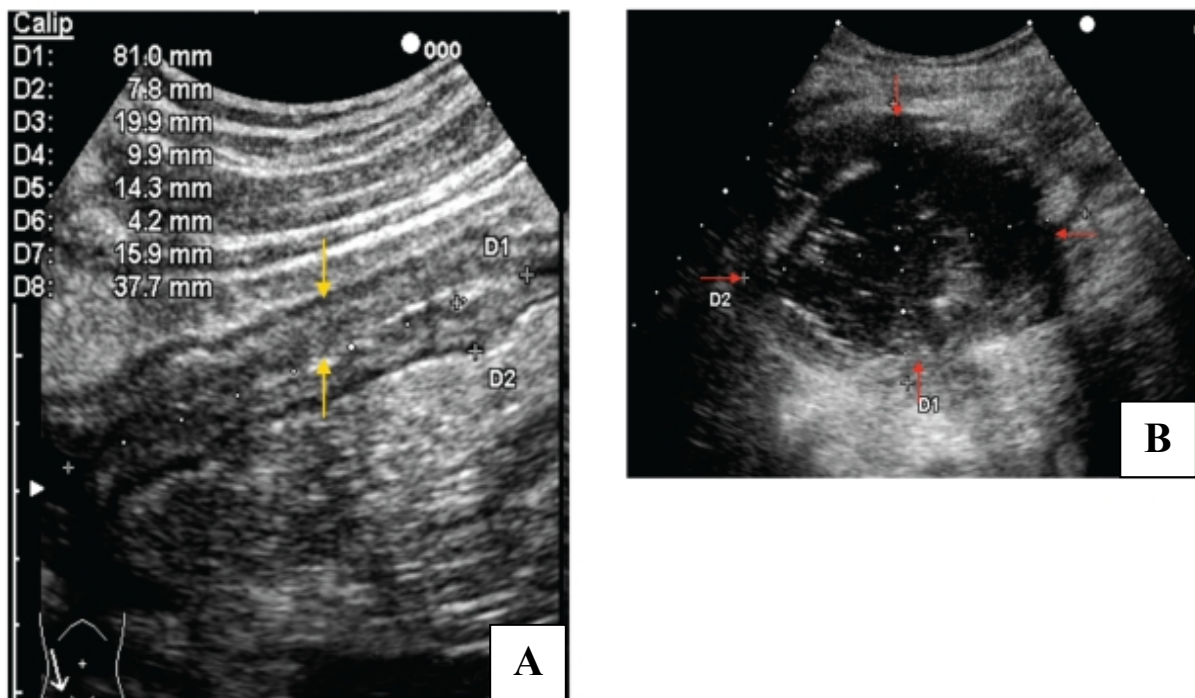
Sonographische Erscheinungsbilder des Morbus Crohn. (Calabrese, 2011, p. 108)
